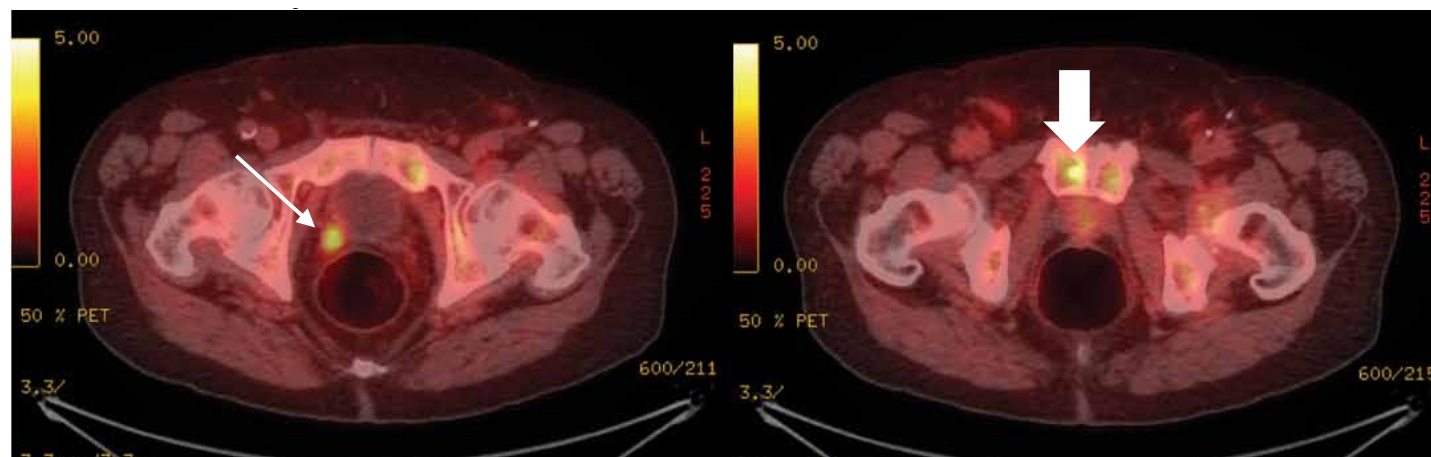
Estudios de un paciente de 82 años diagnosticado con cáncer de próstata Gleason 4+5 en el 2014. El espécimen de la prostatectomía fue positivo para extensión extraprostática e invasión a vesícula seminal. El paciente se sometió a PET/CT con ^{18}F -fluciclovina en febrero de 2017 cuando el APE era de 0.22 ng/ml. La flecha delgada indica la actividad enfocada en el lado derecho del lecho quirúrgico que parece representar enfermedad maligna recurrente. La flecha blanca gruesa demuestra un foco esclerótico en la sínfisis del pubis derecha consistente con enfermedad metastásica. Como trataría usted a este paciente?
